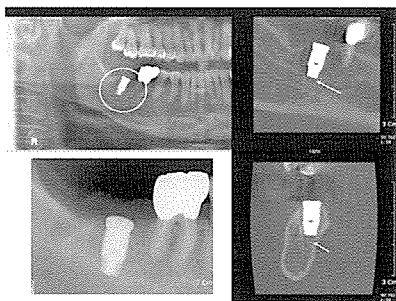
case 10; Panoramic and periapical views show distance from Mn. Canal, however, surgical defect involve Mn. Canal and bony loose body within Mn. Canal in CBCT images
